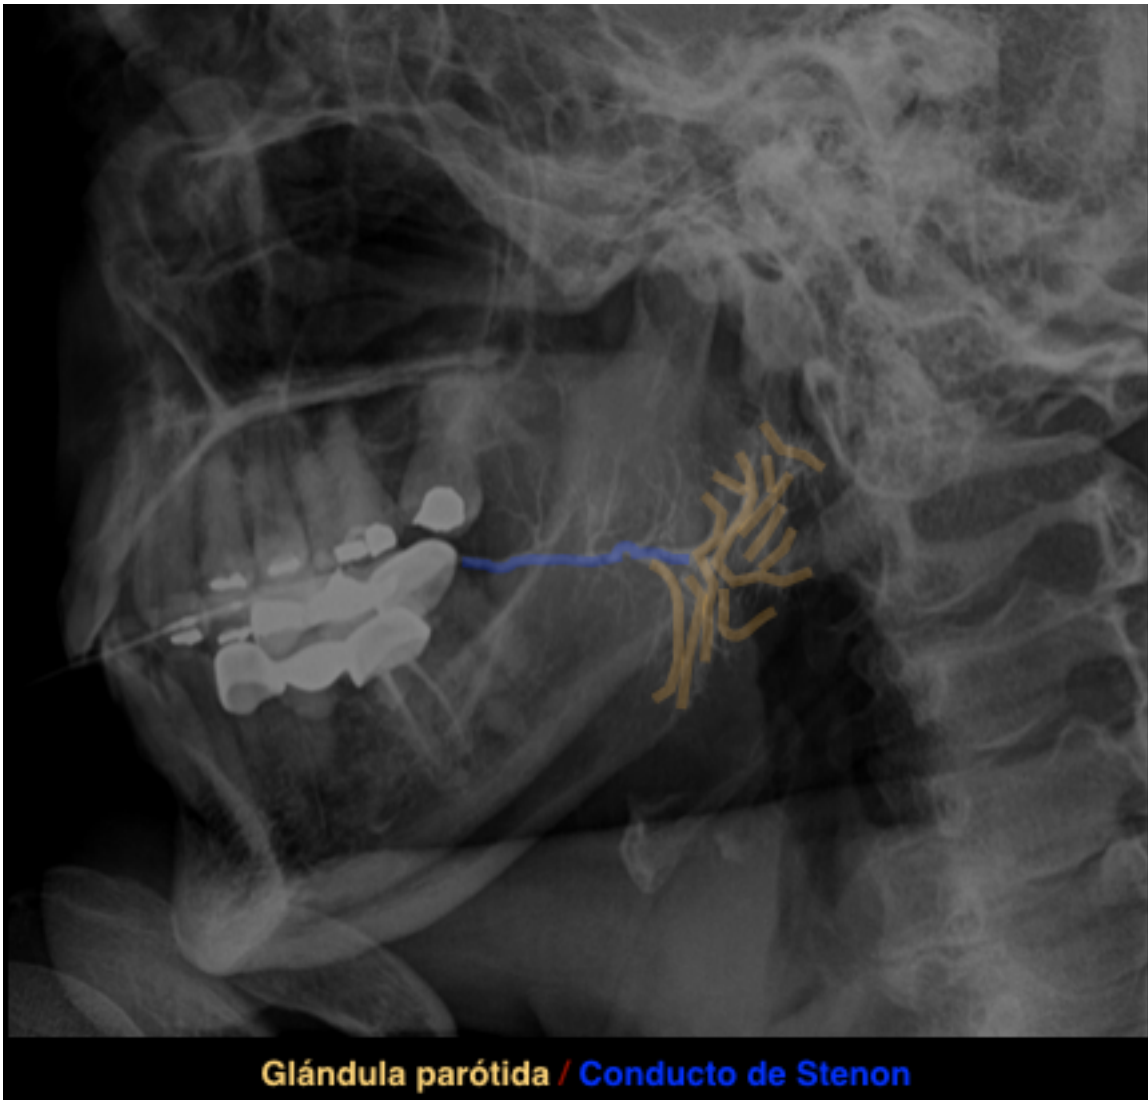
Radiografía AP ejemplificando el conducto de Stenon (rojo) y glándula parótida (verde)
